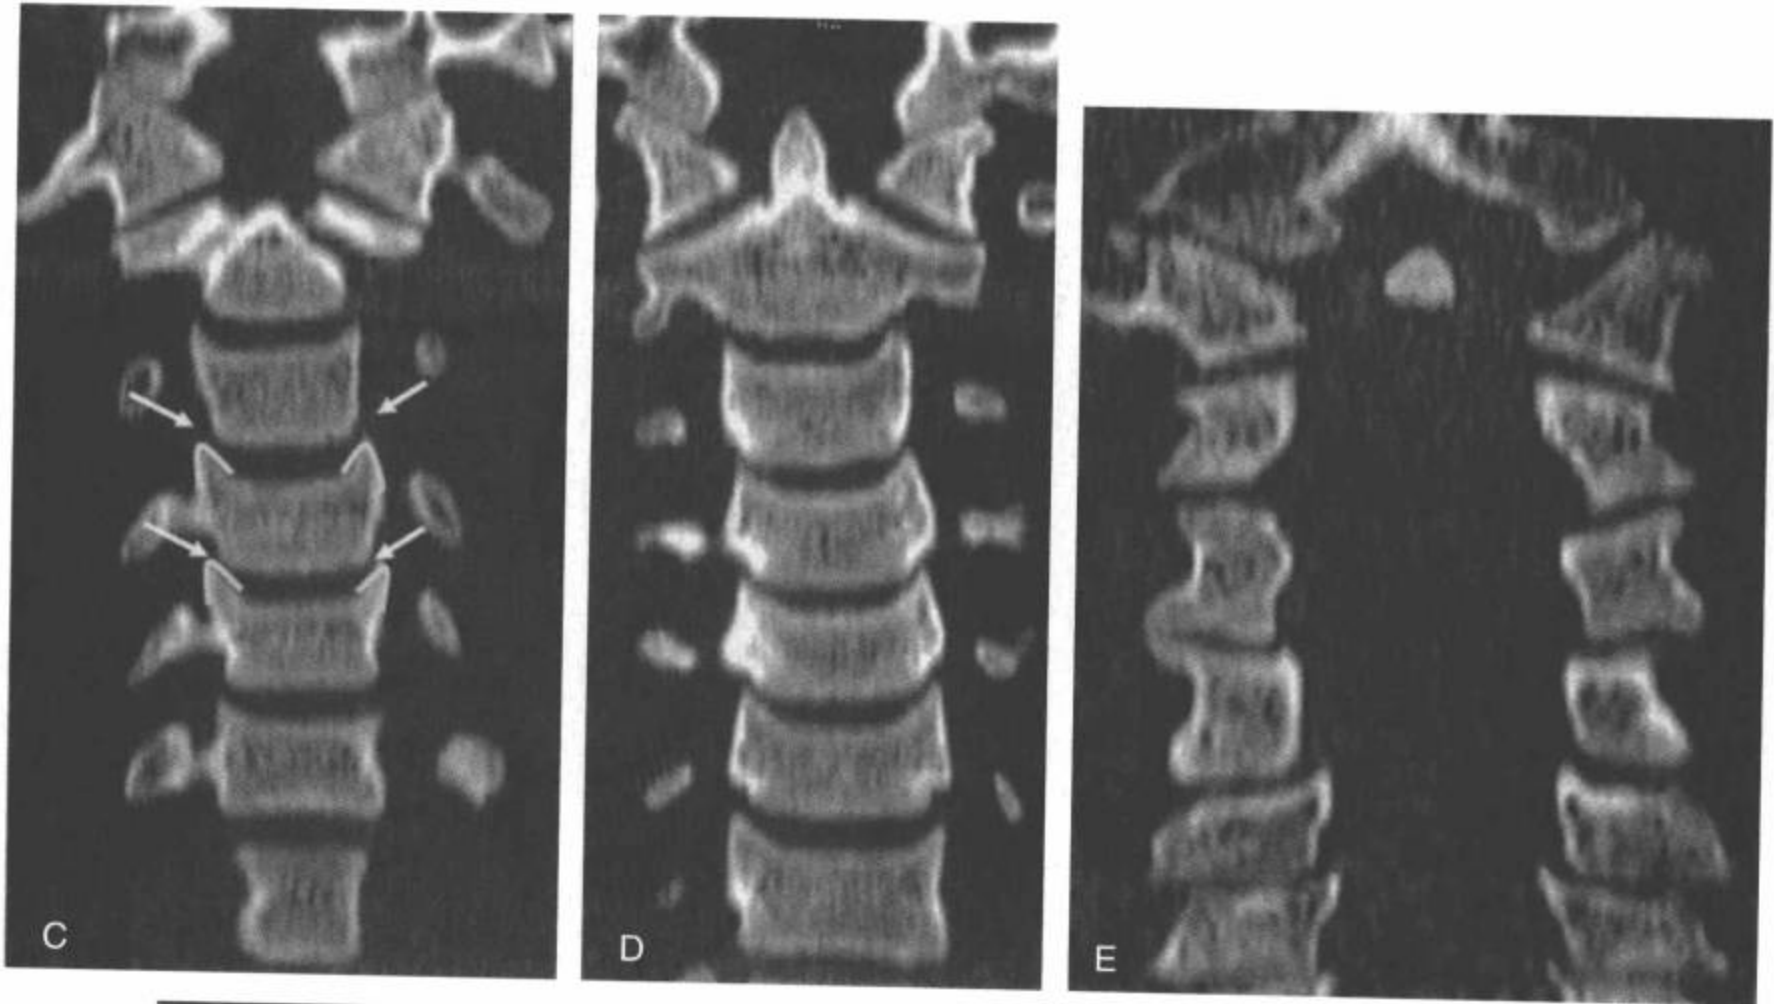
(续) C,D: 正常CT多平面重组冠状面图像。钩突关节(C中白箭), 包括在各层面上对称或垂直排列的钩突(C中黄线)。(见彩图5-16C)。E: 与前后位平片一样, 椎体高度相等, 相对的椎间盘间隙的皮质边缘是平行的。
